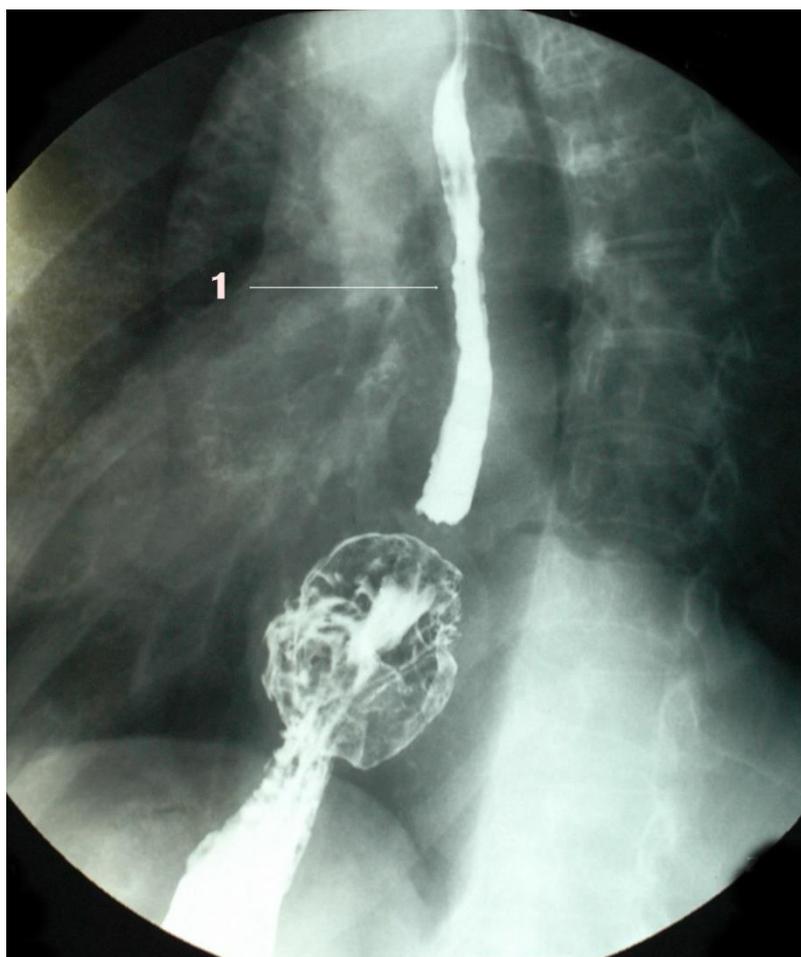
Рентгенологические признаки третичных сокращений пищевода у пациента с кардиофундальной ГПОД.
